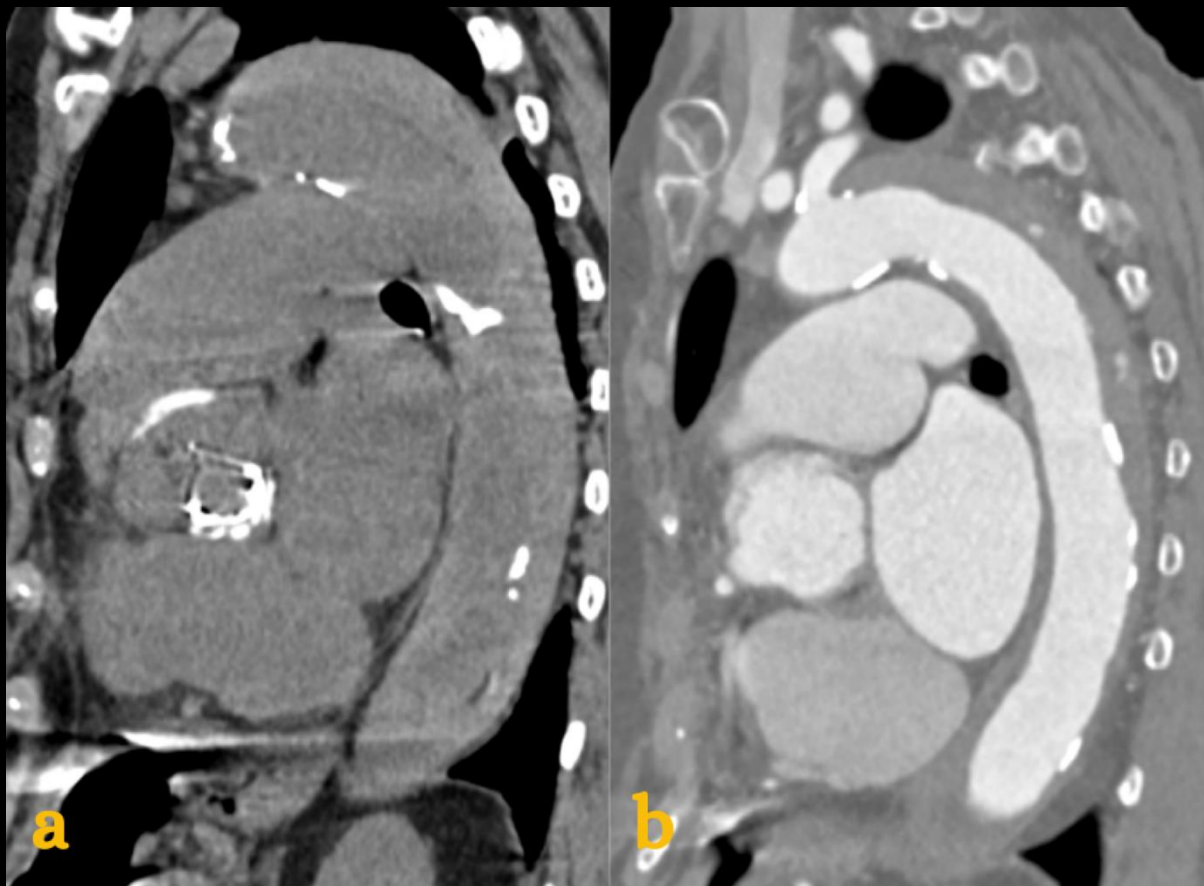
TC sagital: Reconstrucciones de la Aorta torácica (a) Fase sin contraste: muestra desplazamiento del calcio intimal y flap intimomedial hiperdenso en el lumen, sugestivo de rotura intimal, (b) Fase arterial: demuestra la rotura intimal con el flap intimal, diagnóstico definitivo de DAA.
